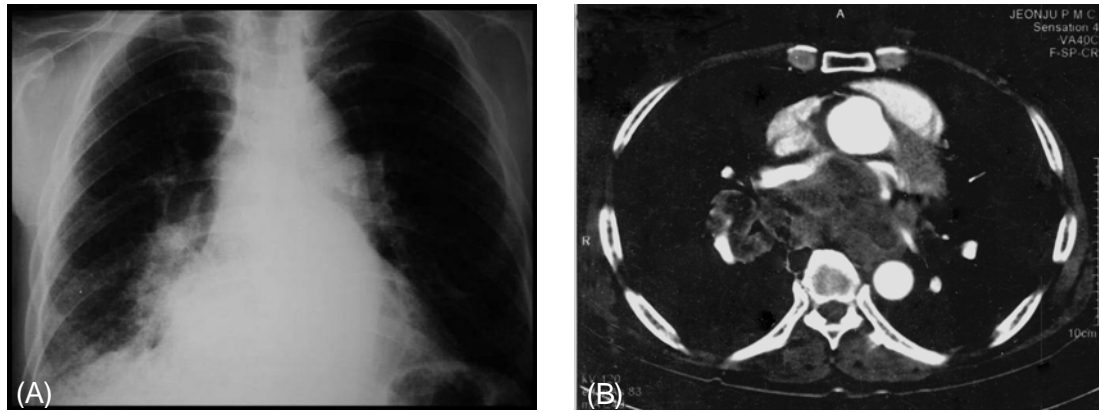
A roentgenogram of the chest revealed a large soft mass lesion in RLLF. B. Chest CT, Large poorly defined soft mass lesion in RLLF with direct invasion of cardiac
